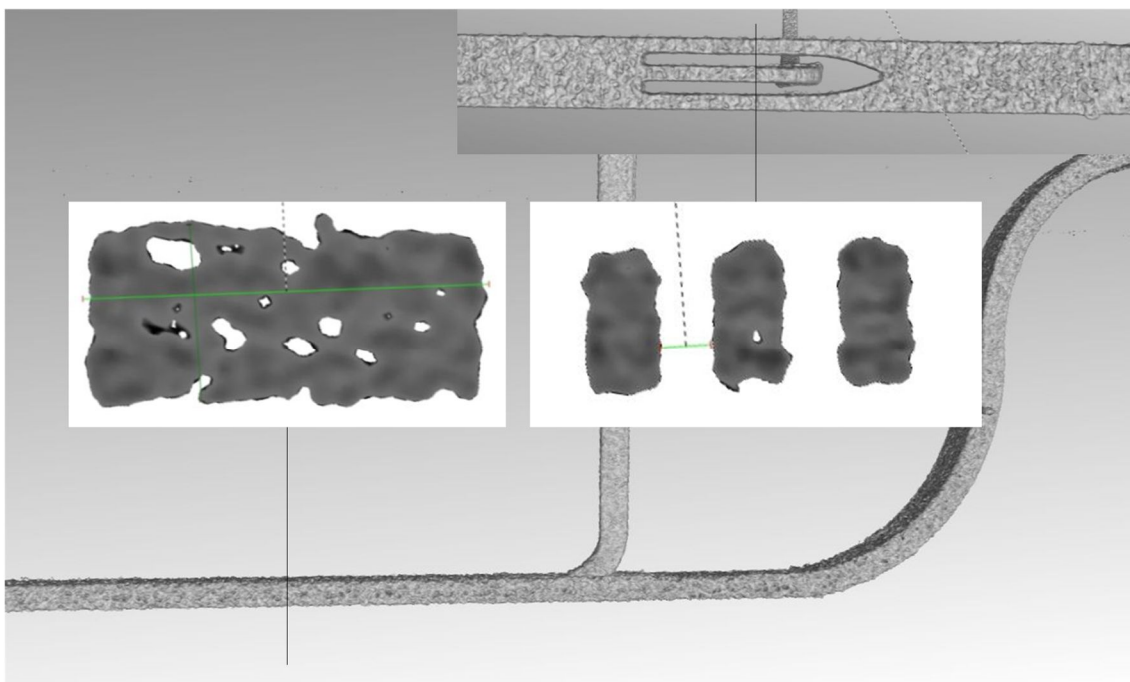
Rekonstruktion der Kanalstruktur und Kanalquerschnitt aus CT-Aufnahmen des Resonators FC24
